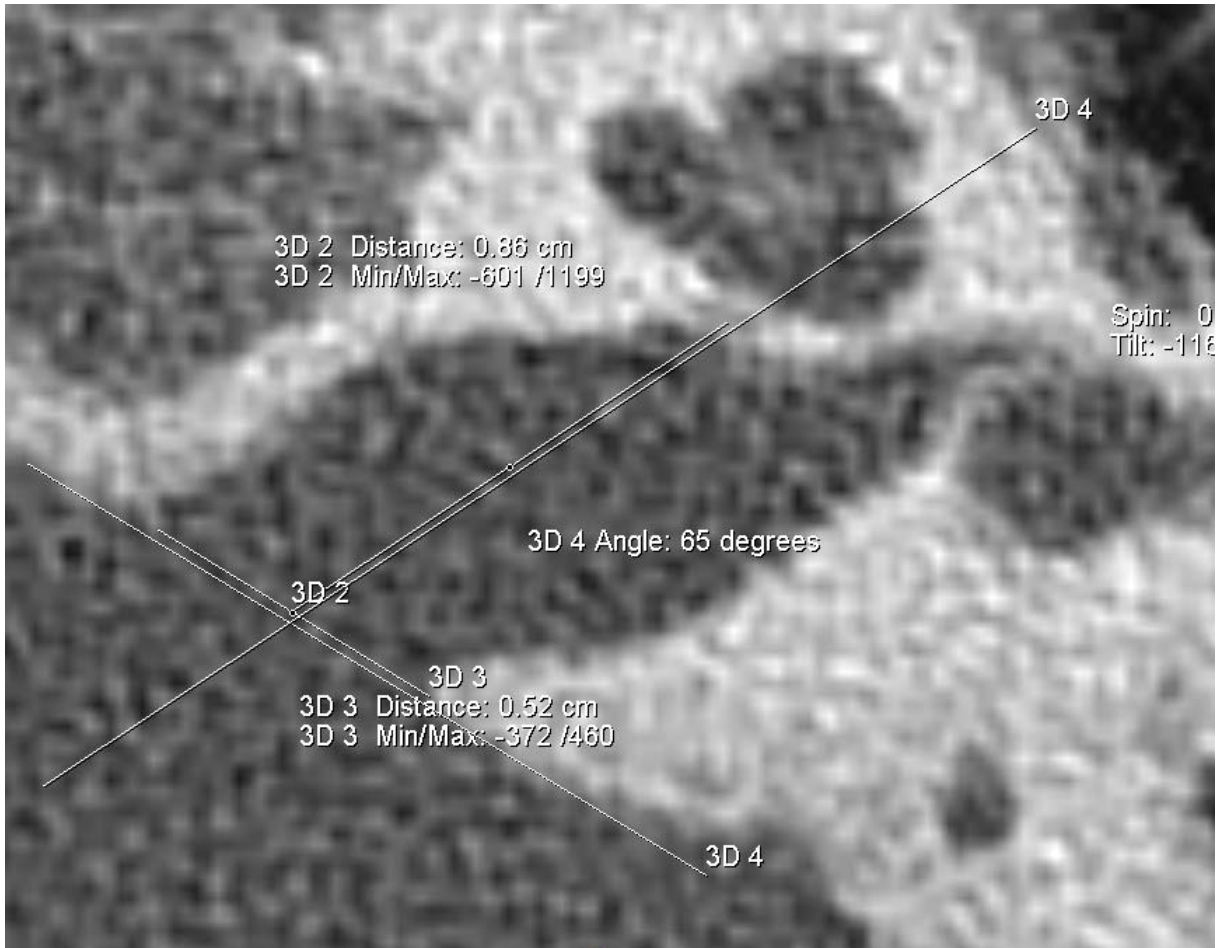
Messung des Winkel des Inneren Gehörgangs {3D 4} [CT_IG_ANG_li] mit Tool ‚Angle‘
